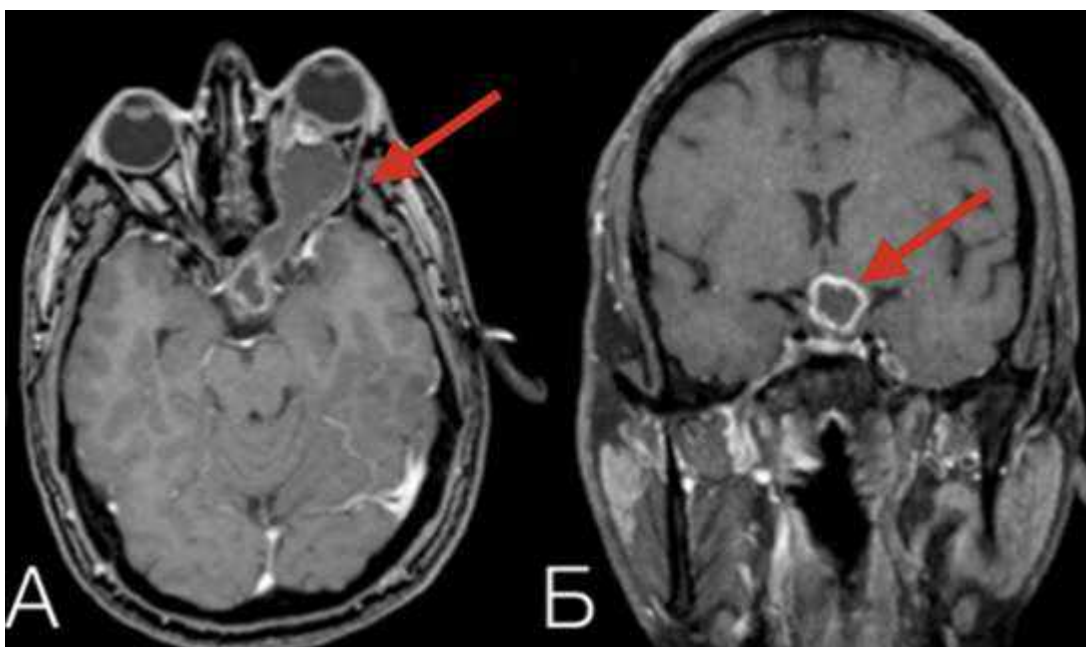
Спостереження №45. МРТ хворого М-оз, 46 років, історія хвороби №10873 (А, Б). Гліома ЗН з поширенням на зоровий перехрест (стрілка) із двобічною сліпотою, вираженим екзофтальмом та порушенням моторики ока
